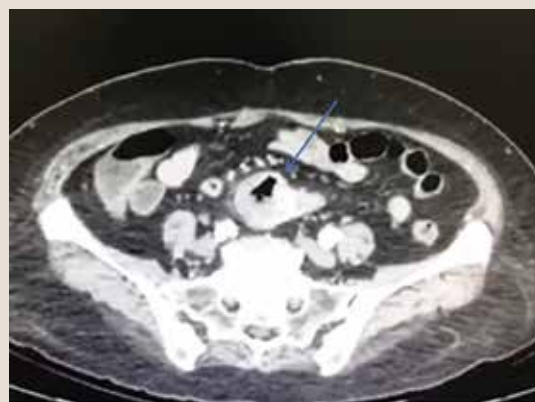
Tomografía abdominal con contraste intravenoso que muestra una imagen sacular en línea media con gas en su interior en íleon distal, pared 18 mm con reforzamiento en fase arterial y venosa
